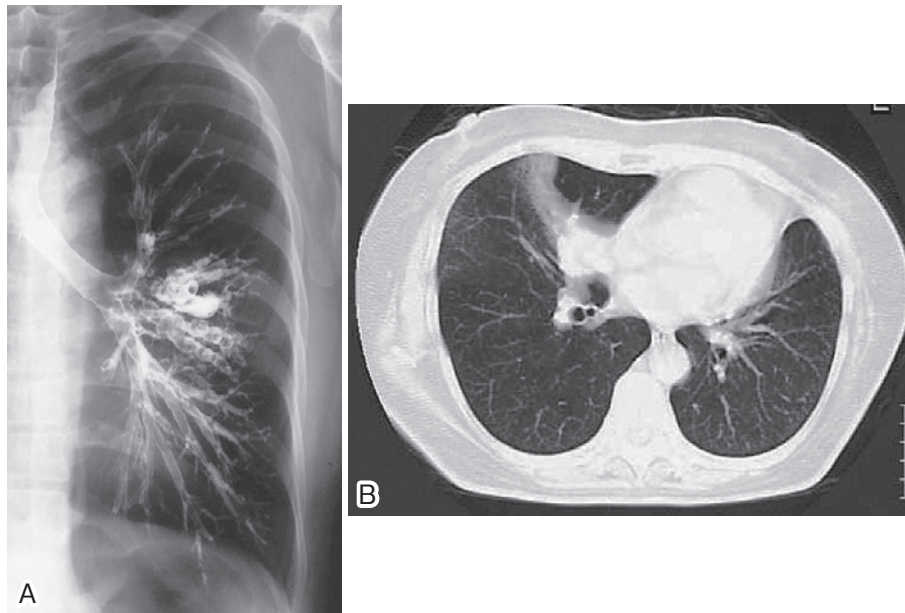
Radiological findings of case 3. Bronchography before the operation reveals bronchiectasis of the left lingula (A). A chest CT scan at diagnosis shows atelectasis of the right middle lobe (B).
